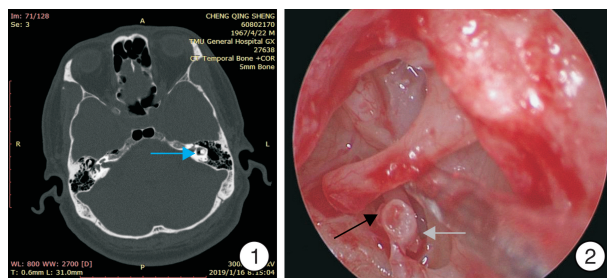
颞骨CT检查 箭头所示为前庭积气; 图2 耳内镜检查 黑色箭头所示为砧镫关节脱位,灰色箭头所示为镫骨底板内陷。
